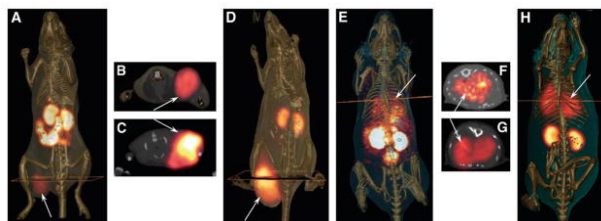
SPECT/CT imaging of pretargeted ¹¹¹In labeled streptavidin and biotin.¹⁶
